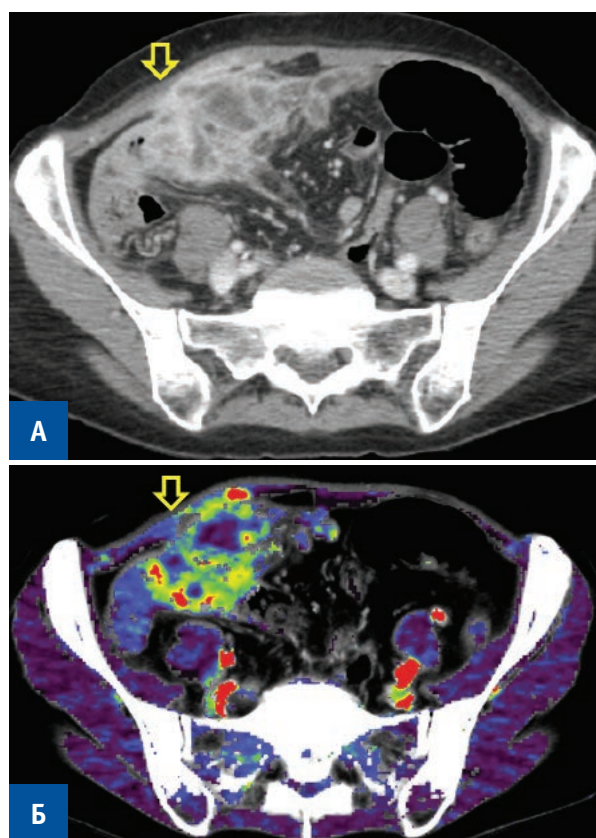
А — КТ. Стандартный протокол. Венозная фаза. Аксиальная плоскость — межкишечный инфильтрат в правой подвздошной области с признаками абсцедирования (стрелка); Б — Перфузионная КТ. Параметрическая карта BF, демонстрирующая признаки интенсивного кровотока в стенках инфильтрата (стрелка)
